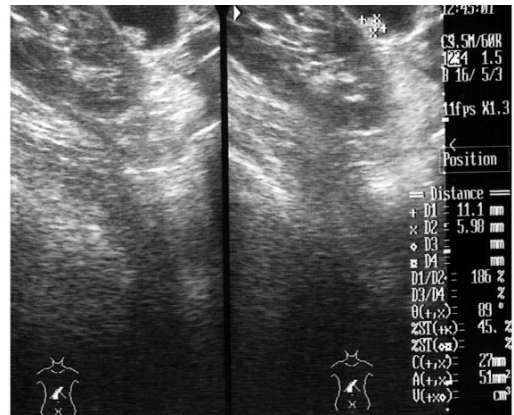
Gallbladder Polyp by Ultrasound
